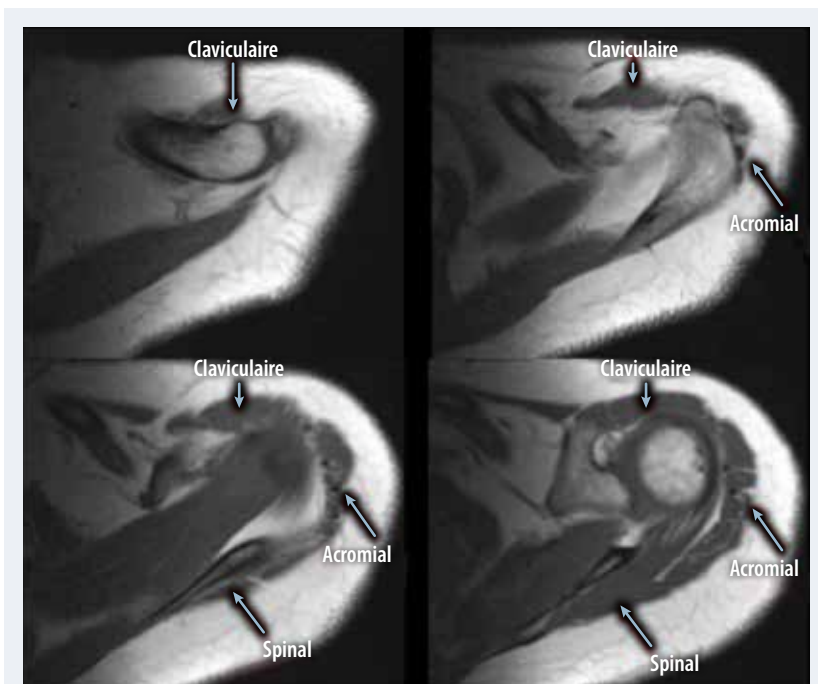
Muscle deltoïde en IRM, comportant 3 chefs : antérieur ou claviculaire, moyen ou acromial, postérieur ou spinal.
